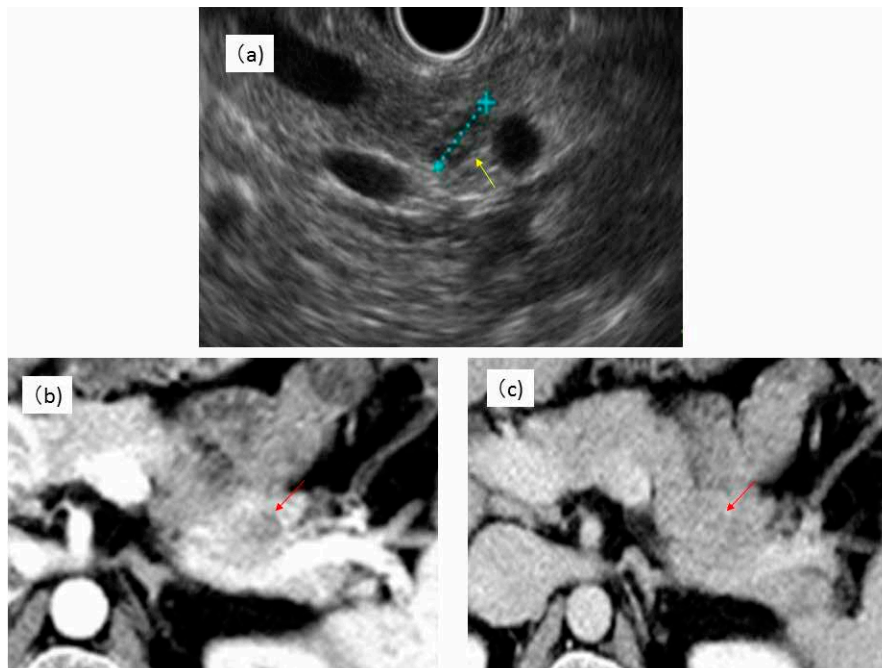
腹部超音波検査 (a), 腹部造影CT検査 (b, c)
